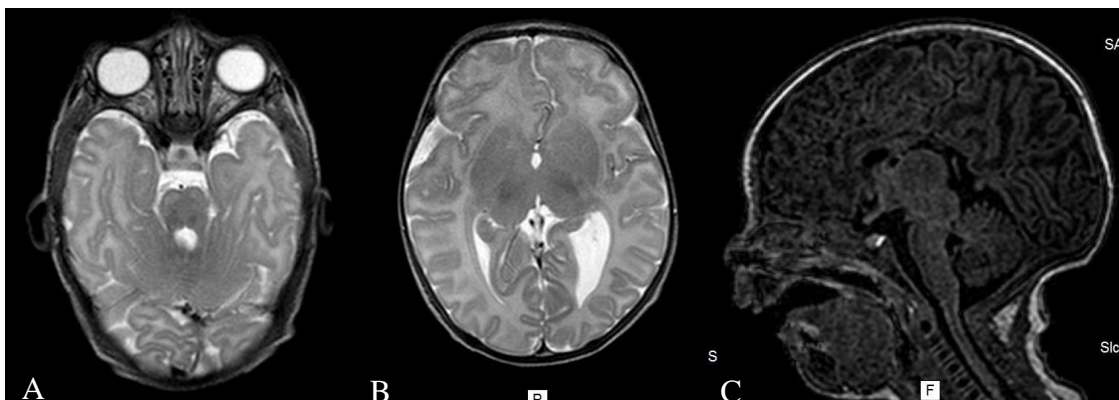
RM de crânio. Caso 16.1. Cortes na sequência Axial T2 evidenciando hipoplasia de ponte assimétrica (A), fusão de núcleos da base e encurtamento da ínsula (B). Corte em 3D TTT SENSE revelando hipoplasia de corpo caloso e ponte (C)
